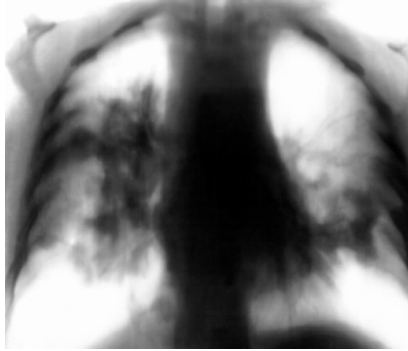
Рентгенограма ОГК. III стадія вузликового пневмоконіозу: великі двосторонні вузли (цироз), емфізема легень на кшталт «зникаючої легені», лімфаденопатія середостіння.
